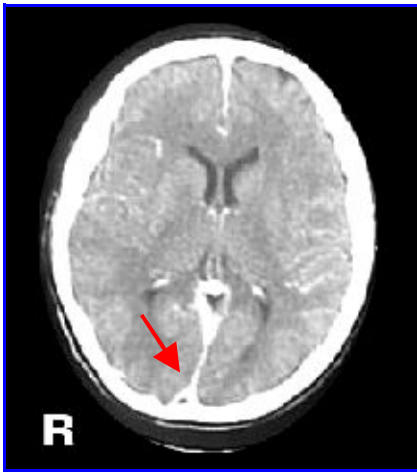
TAC de cráneo sin
